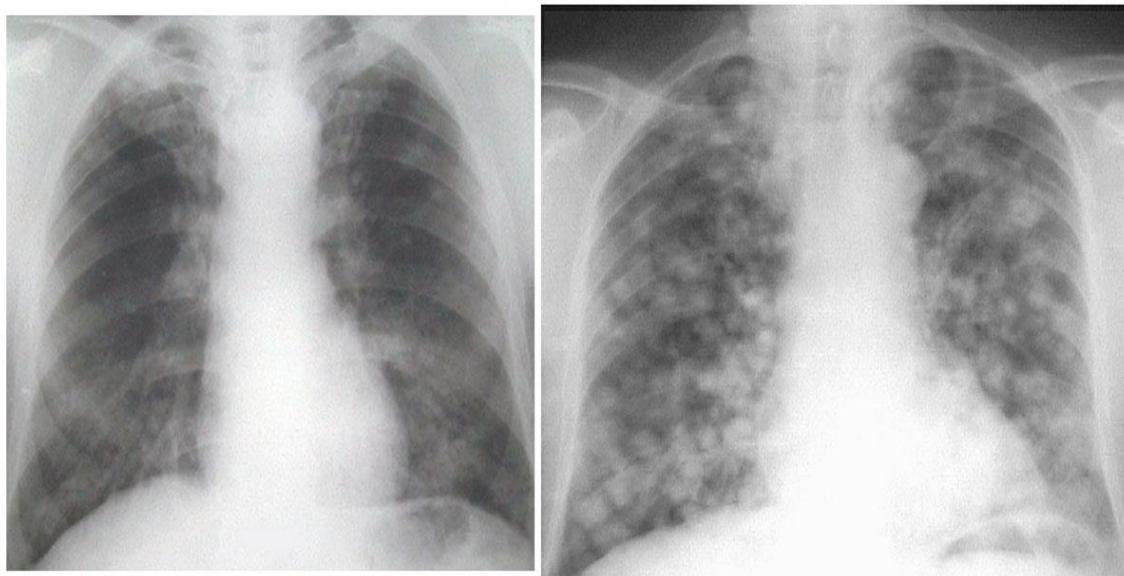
Images radiographiques de poumons tuberculeux.
